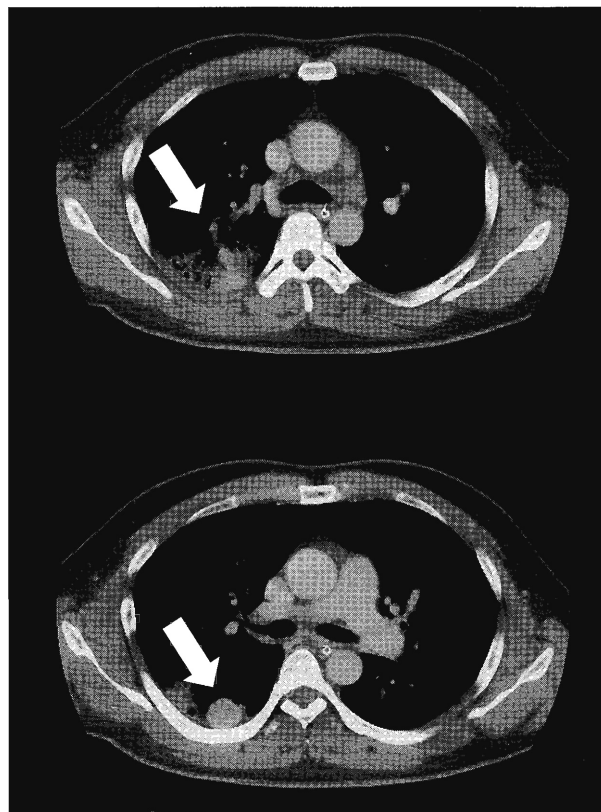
Enhanced computed tomography of the chest
